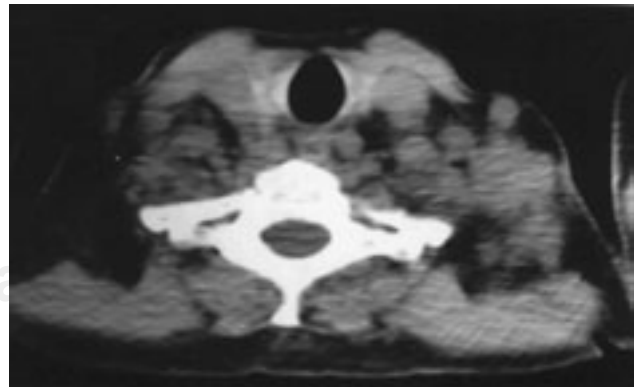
Tomografía axial computada de mediastino superior. Múltiples adenopatías.
